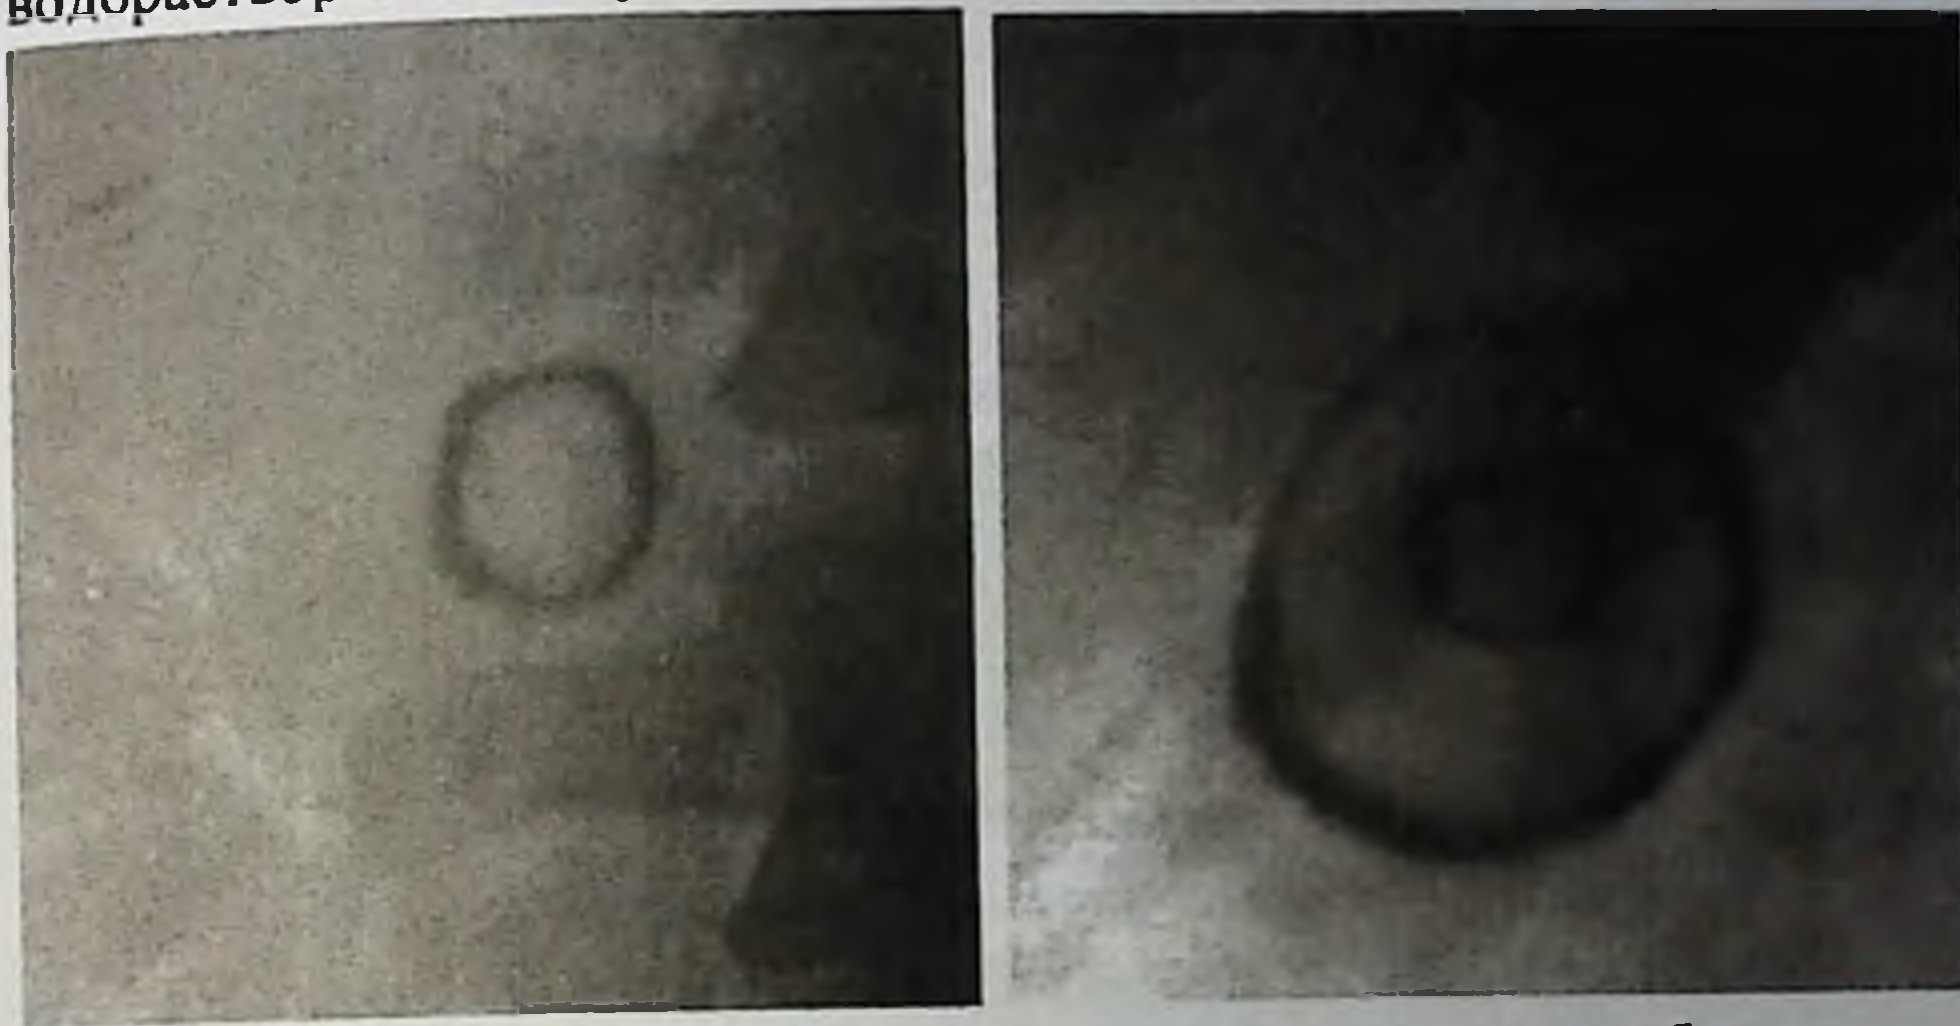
Выявление холестериновых конкрементов на обзорных рентгенограммах
